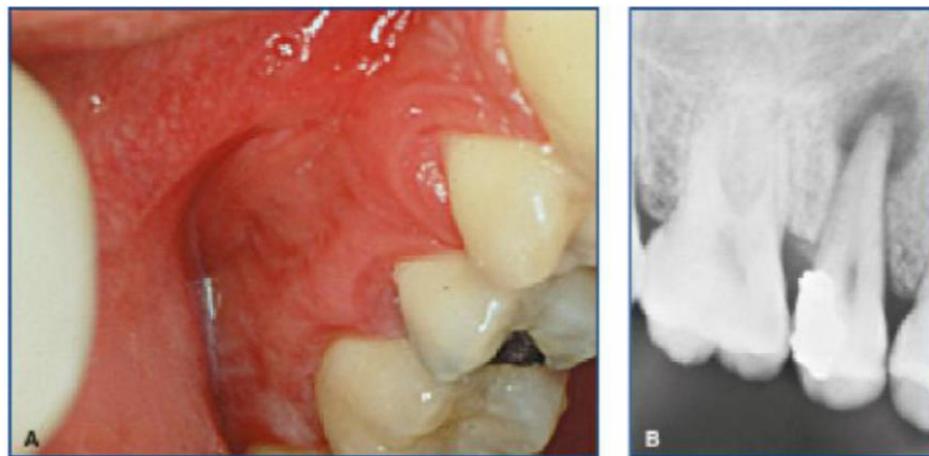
Agudización de una periodontitis apical. A) Aumento de volumen vestibular. B) Imagen radiolúcida periapical del 1.5.
